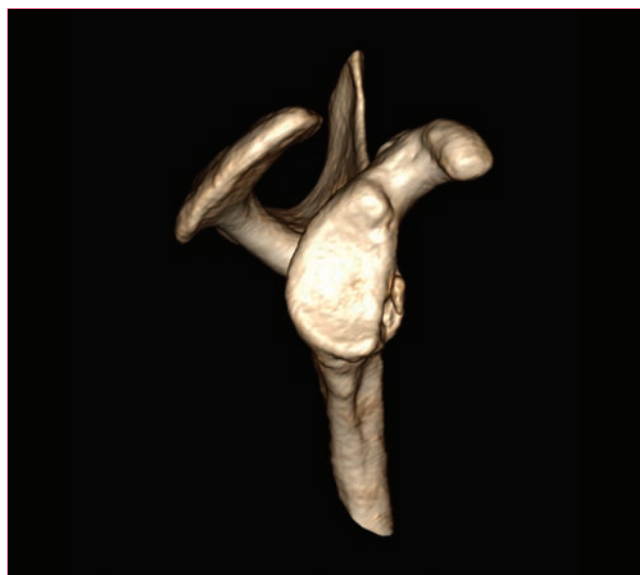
Reconstrucción tridimensional mediante tomografía computarizada sagital del hombro en la que se aprecia la pérdida ósea en la zona anterior de la cavidad glenoidea en el contexto de la inestabilidad del hombro.
